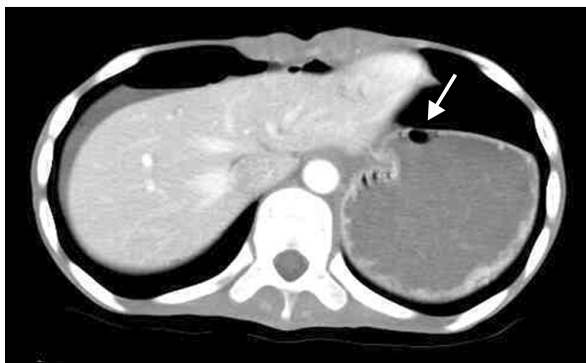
An abdominal CT scan taken several hours before the operation, revealing marked gastric dilatation with a large volume of food inside the stomach. Air in the gastric wall (arrow) can be seen, as well as free air in the abdomen. The liver appeared atrophic, and mild fatty infiltration was observed.
